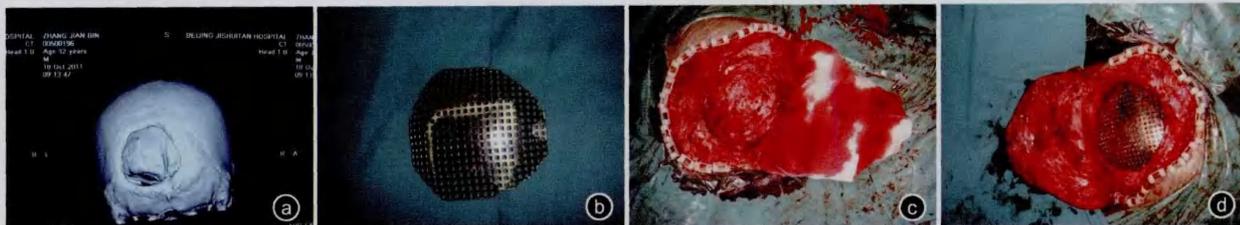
使用数字化成型钛网修复患者颅骨缺损。a. 螺旋 CT 三维重建成像示颅骨缺损图像;b. 数字化成型钛网;c. 颅部清创后,推开缺损边缘骨膜;d. 置入钛网并用螺钉固定
